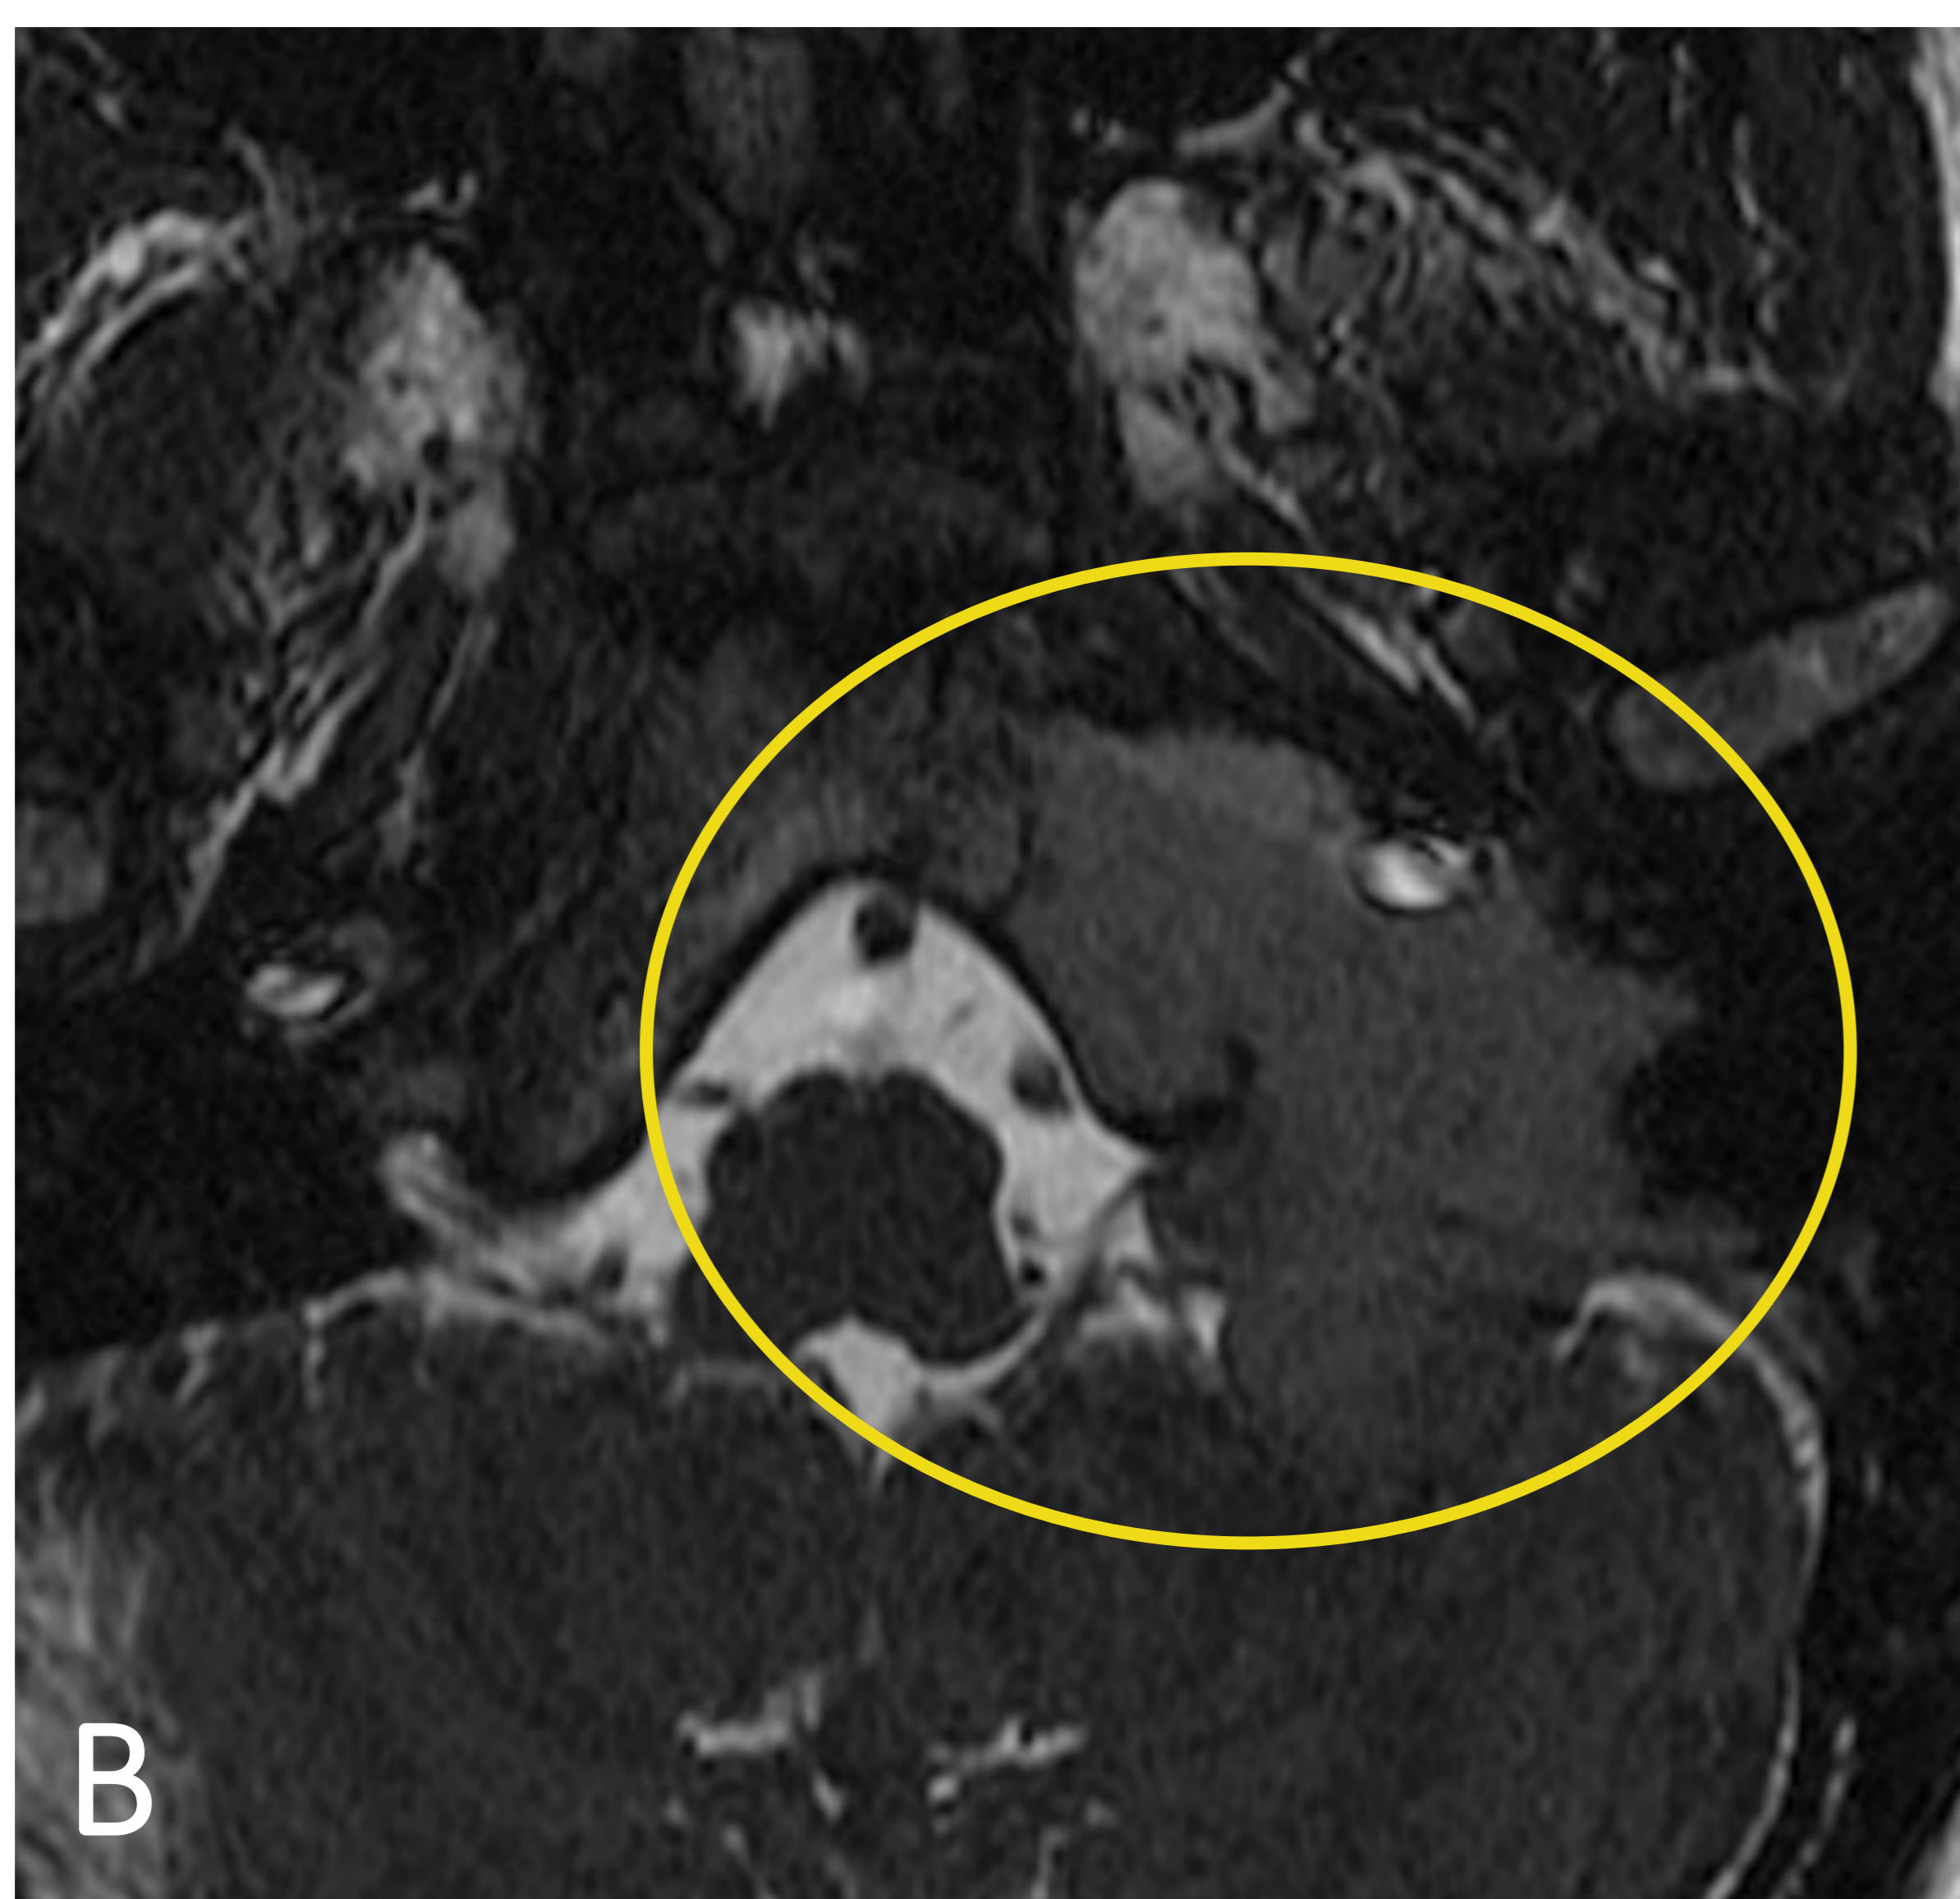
RM T1 del mismo paciente. Voluminosa tumoración isointensa en foramen yugular con extensión a OM (círculo).
